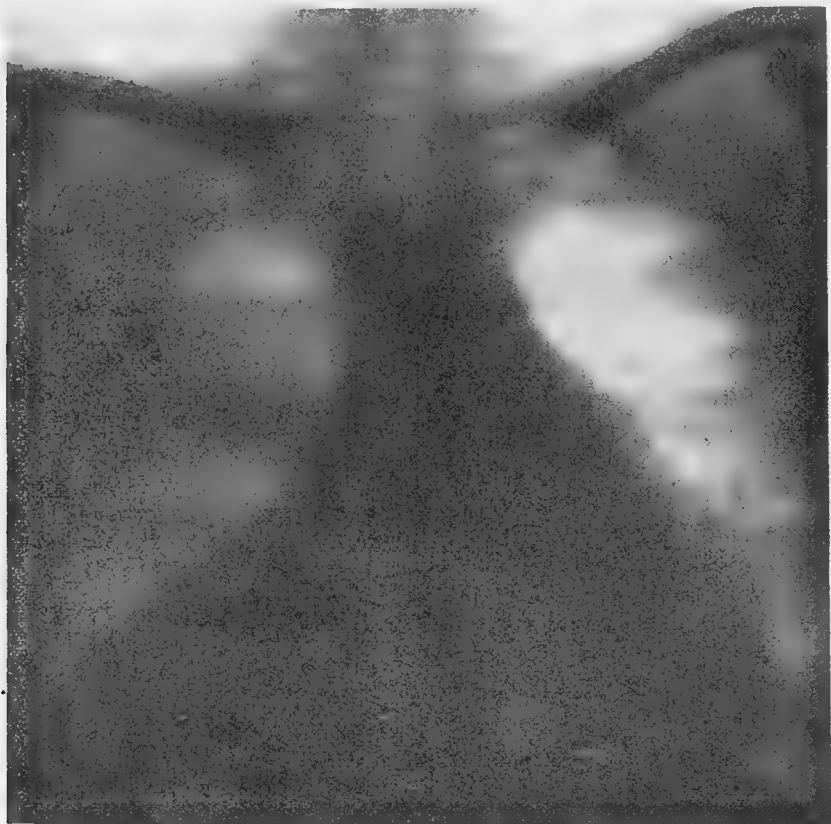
Radiographie de la malade de l'observation II après l'opération. Noter la résection étendue de la 1<sup>re</sup> côte droite et l'affaissement du sommet du poumon.
